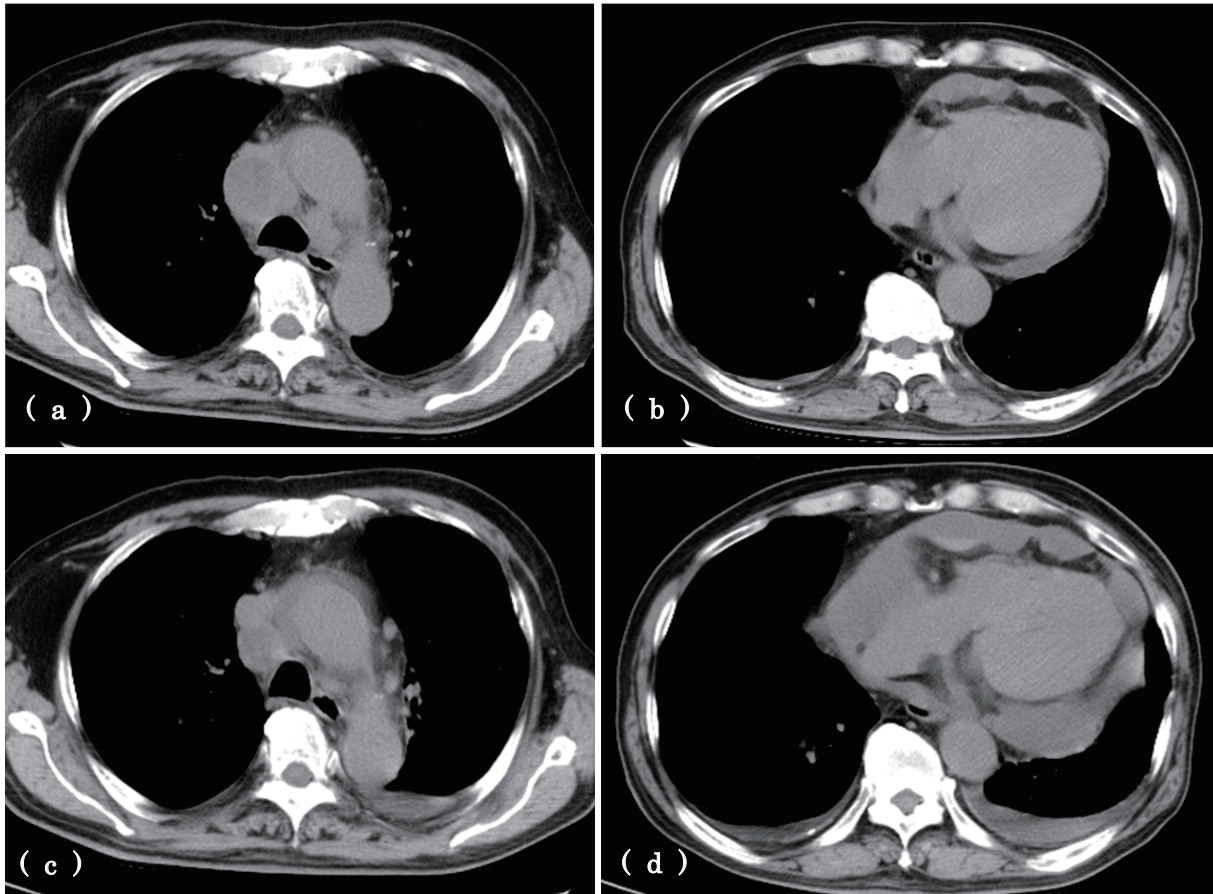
Chest computed tomography (CT). Mediastinal lymph node swelling because of lung adenocarcinoma before pembrolizumab treatment (a). There was pericardial effusion before pembrolizumab treatment (b). The mediastinal lymph nodes shrank after pembrolizumab treatment (c); however, pericardial effusion increased, and cardiac tamponade developed (d).
